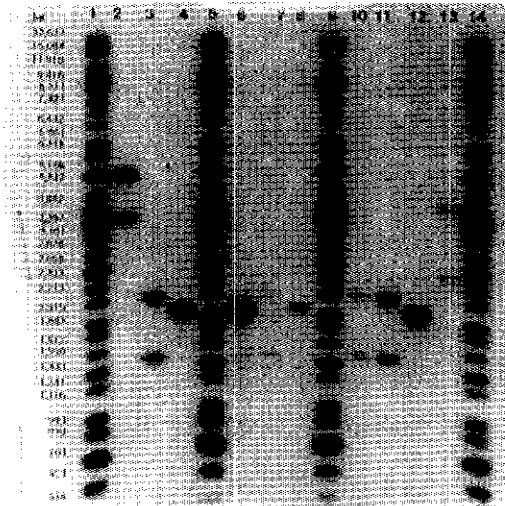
Autoradiography displaying D2S44 RFLP profiles.
